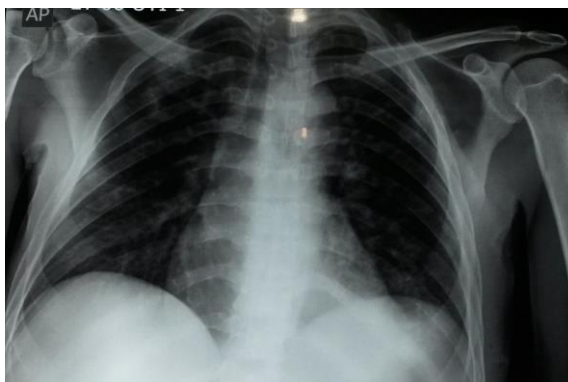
Radiografia de tórax alguns dias antes da alta hospitalar.
